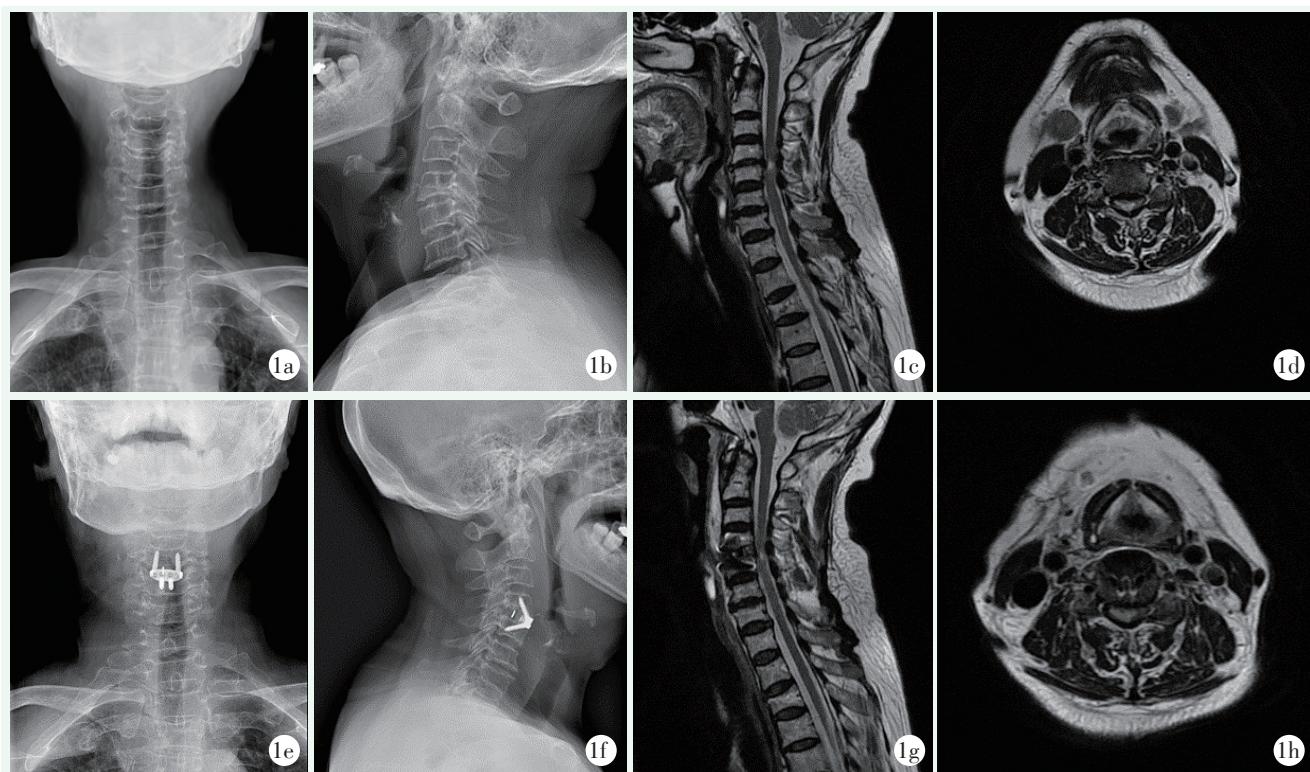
患者女性, 68岁, C_{4/5} CSR, 行 ACDF 术。1a, 1b: 术前正侧位 X 线片示 C₃₋₇ 椎体边缘增生, C₄₋₆ 钩椎关节突变尖增生, 钩椎关节间隙变窄, C_{4/5} 椎间隙狭窄; 1c: 术前 MRI 示 C_{4/5} 椎间盘突出, 椎间隙高度 6.0 mm, 颈椎前凸角 12.9°; 1d: 术前 MRI 示 C_{4/5} 椎间盘突出压迫双侧神经根; 1e, 1f: 术后正侧位 X 线片示零切迹融合器位置良好; 1g: 术后 MRI 示 C_{4/5} 椎间盘已摘除, 椎间隙高度 6.2 mm, 颈椎前凸角 13.1°; 1h: 术后 MRI 示 C_{4/5} 双侧神经根已解除压迫。
